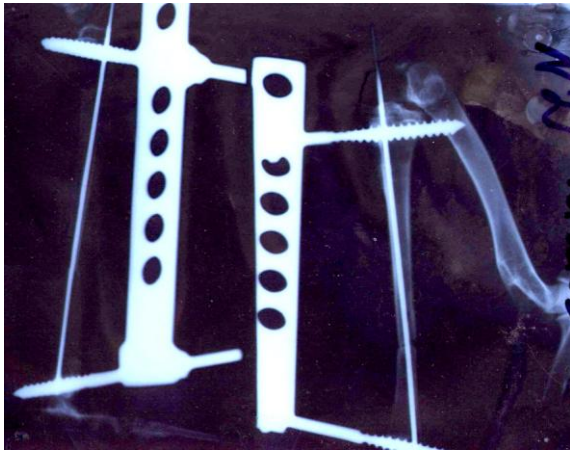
Рентгенография голени кролика после операции (в двух проекциях)
